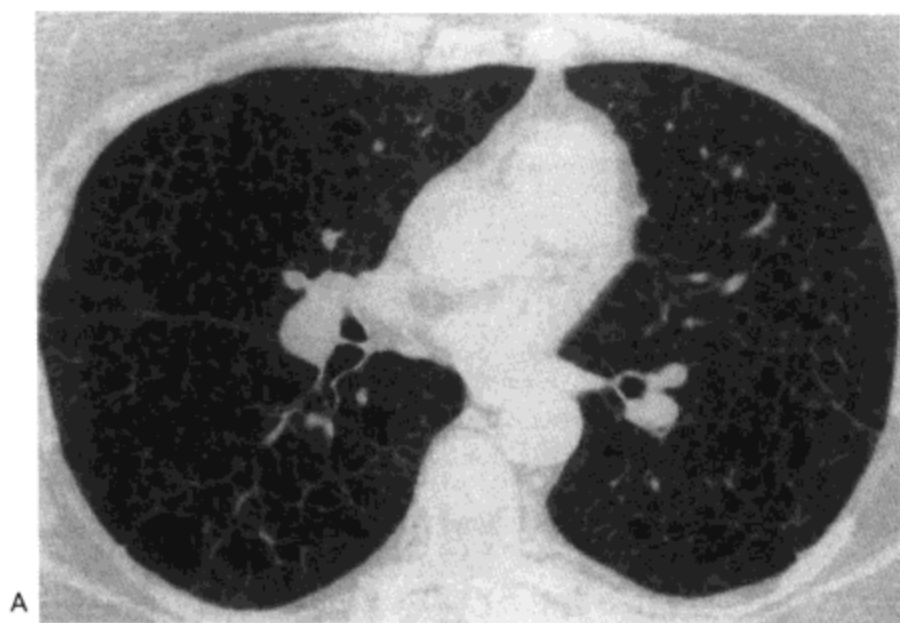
朗罕组织细胞增生症。A：主动脉弓水平的高分辨率CT影像示薄壁的囊性间隙与数枚不规则的小结节（箭号）。B：右上叶支气管水平 CT 影像示类似表现。C：经肺基底部的影像仅显示有几个小囊（箭号）。病人男，30岁。
